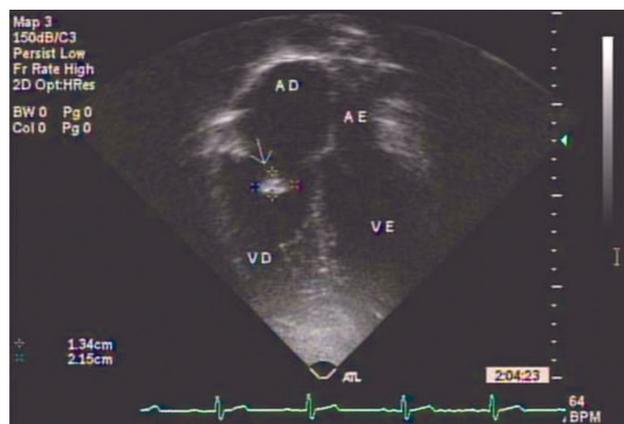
Ecocardiograma transtorácico demonstrando massa hiperrefringente, calcificada, aderida à cúspide posterior da valva tricúspide, medindo 22 mm x 14 mm
